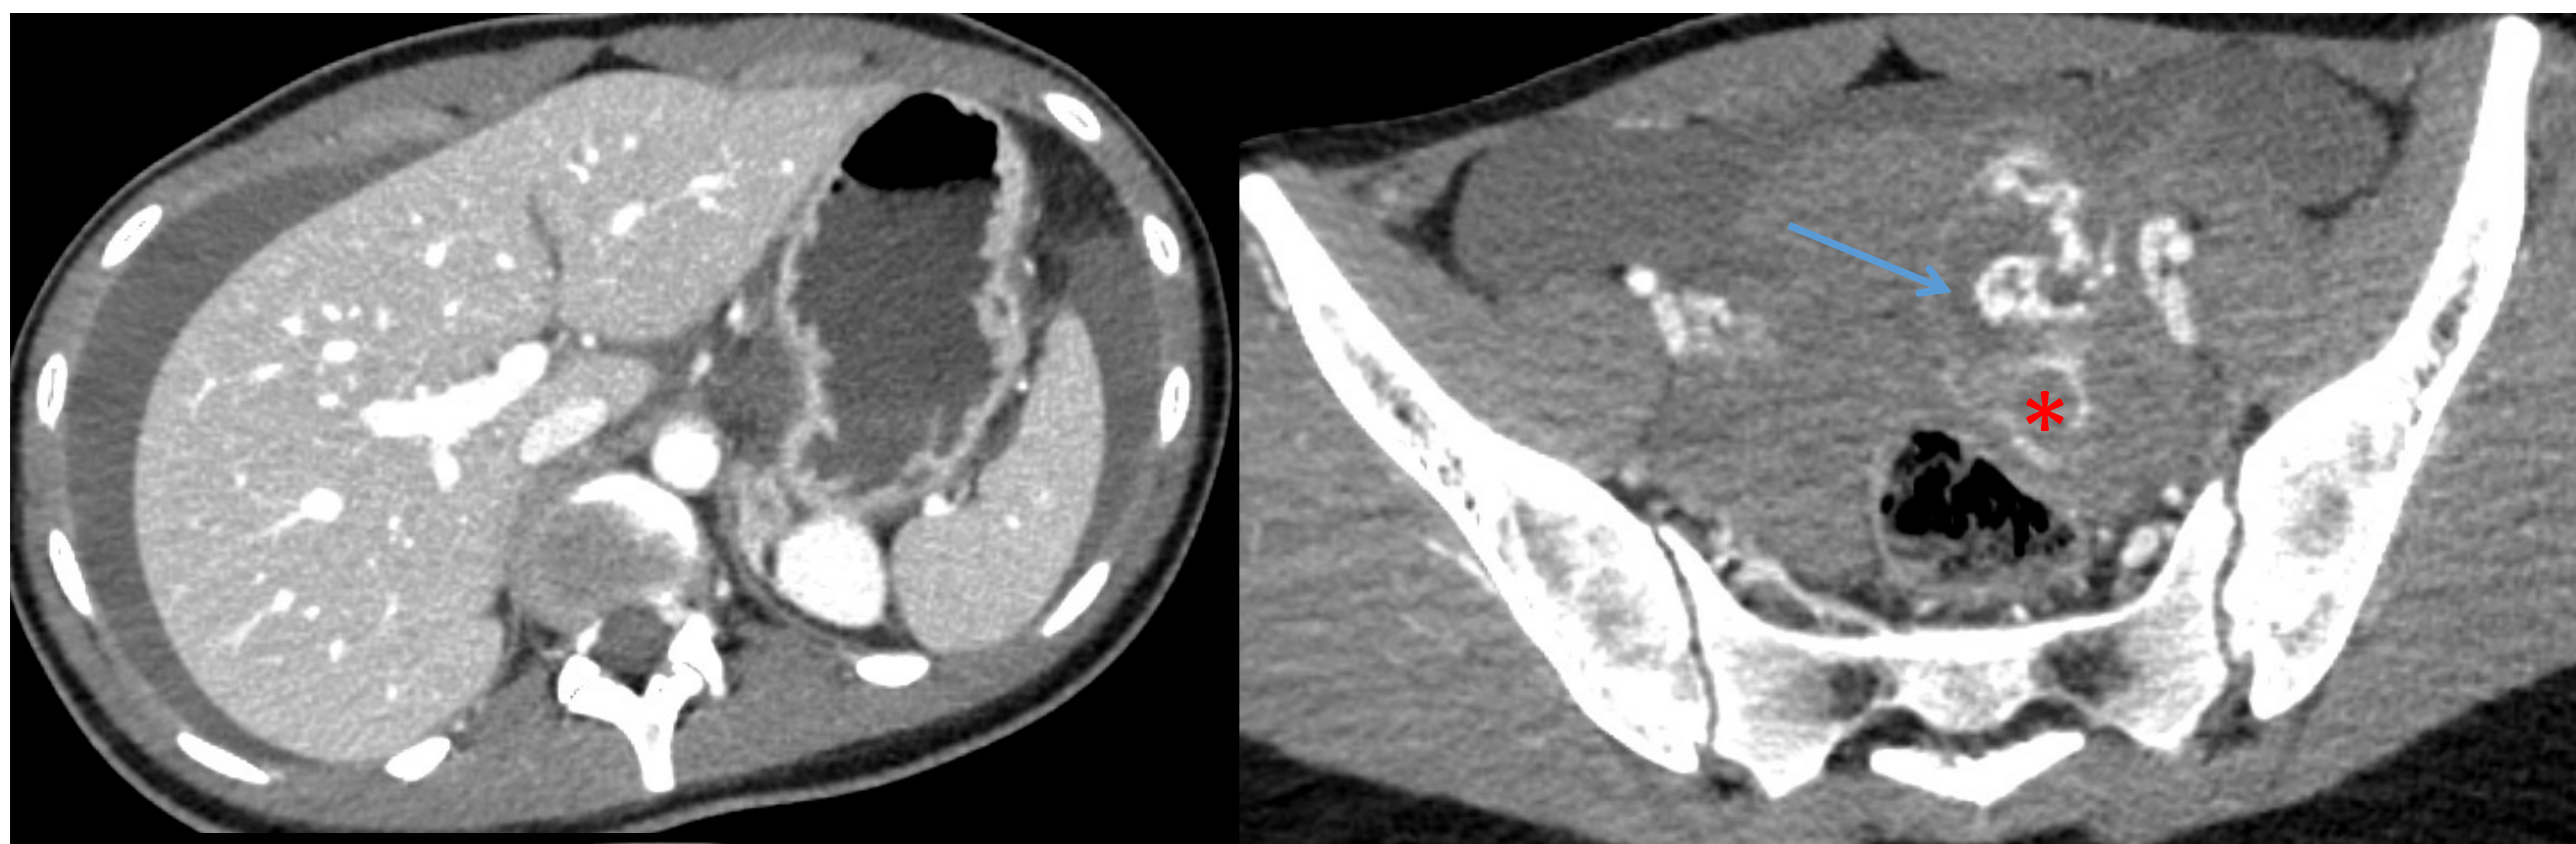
Embarazo ectópico roto. Mujer de 21 años con vientre en tabla de inicio brusco. En el TC con CIV realizado en fase arterial y venosa portal se observa moderada cantidad de hemoperitoneo, identificándose en región anexial izquierda una lesión tabicada con realce mural (→) y aparente extravasación de contraste en fase arterial (*) que aumentaligeramente en fase venosa (*) compatible con sangrado activo. Se contactó con el servicio de urgencias para realización de test de gestación que fue positivo.
